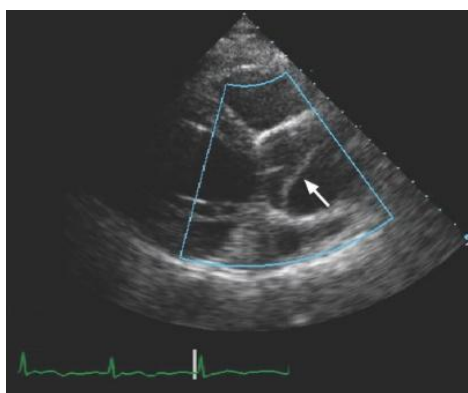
Ecocardiografia transtorácica de uma dissecção aórtica aguda tipo A. Existe um *flap* de dissecção (seta branca) na raiz aórtica dilatada. (37)
